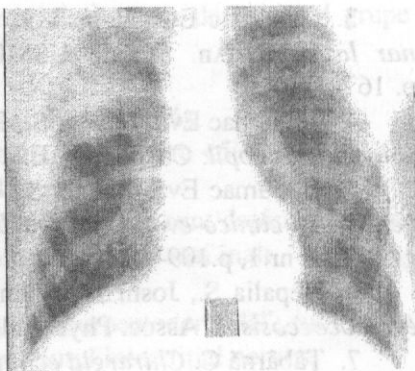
Radiografie toracică postoperatorie după 6 luni de la operație.
